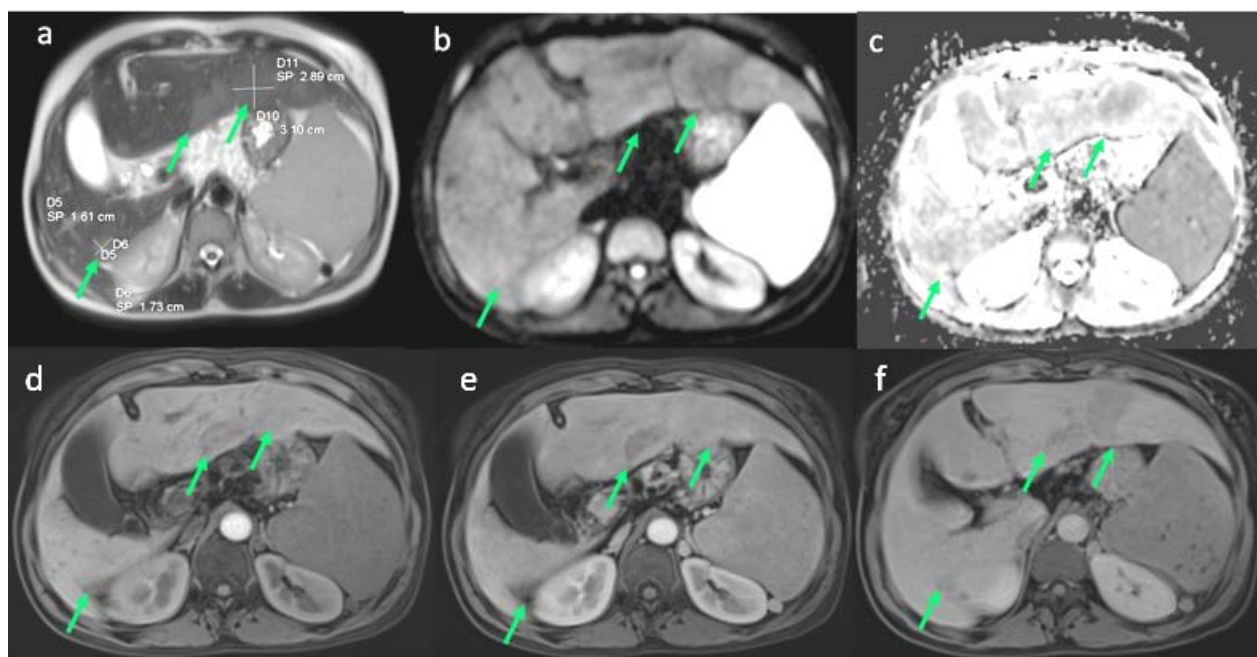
Contrôle IRM à 4 mois d'intervalle montrant une persistance avec régression en taille des lésions hépatiques en hypersignal modéré T2(a) et diffusion (b) avec restriction de l'ADC (c), rehaussées de façon hétérogène au temps artériel (d), avec wash out au temps portal (e) et tardif (f) en faveur d'une réponse partielle selon les critères m-RECIST.
